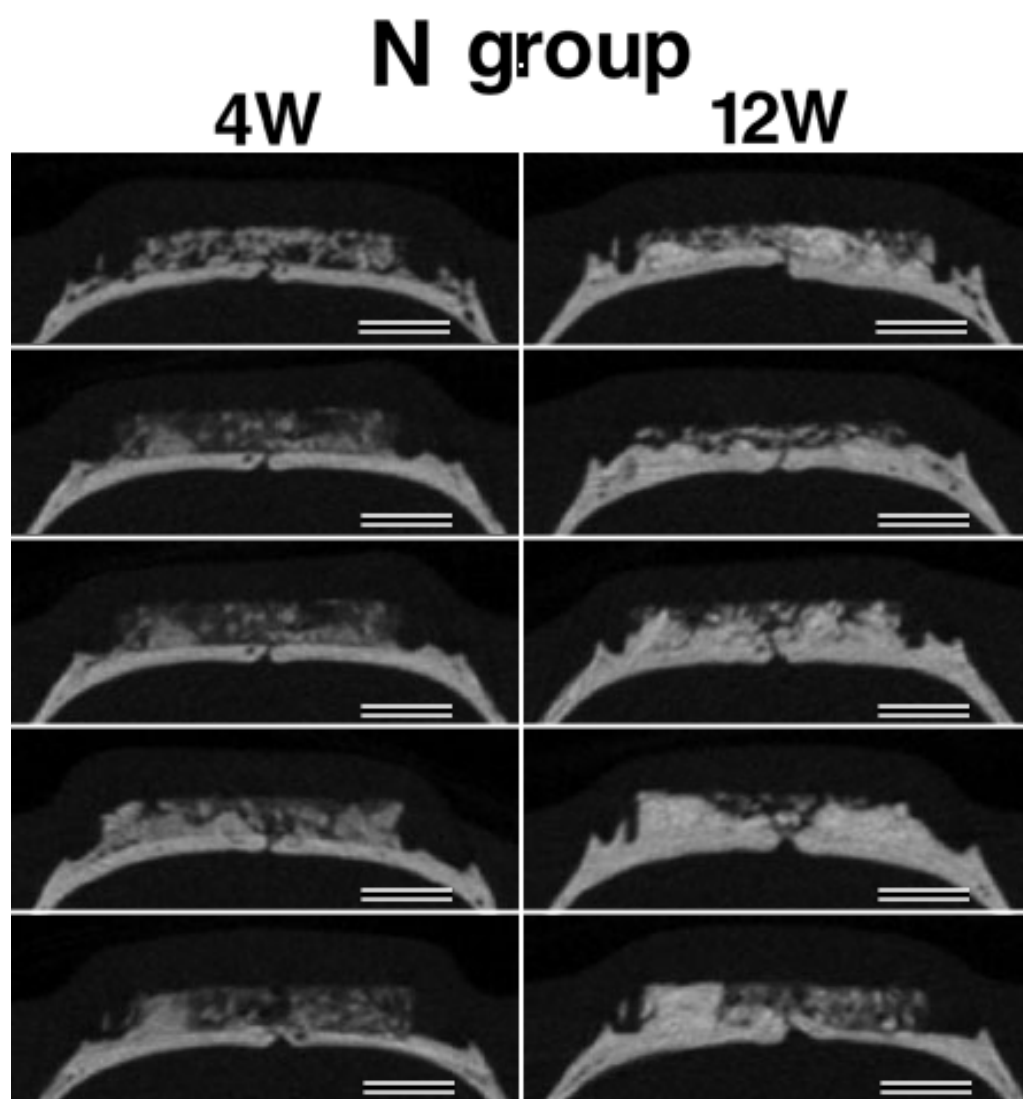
N群の埋入後4，12週時のマイクロCT測定結果
